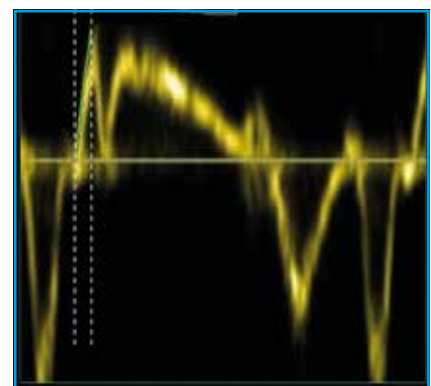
Doppler tissulaire à l'anneau tricuspide : mesure de l'accélération du flux pendant la phase de contraction isovolumique (en cm/s²).
